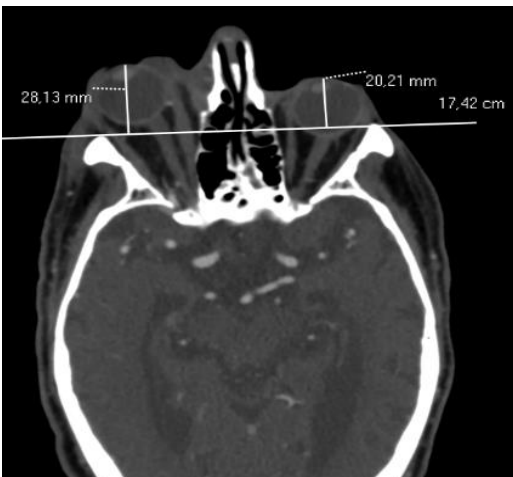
TC DE ORBITAS CON CONTRASTE
